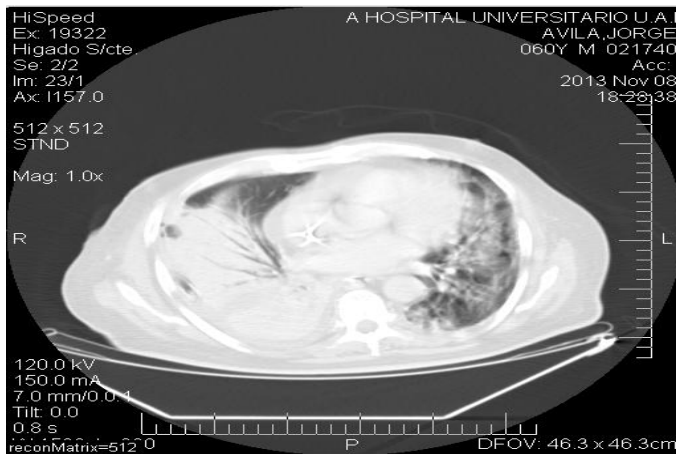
TAC tórax sin contraste demuestra derrame pleural derecho.
